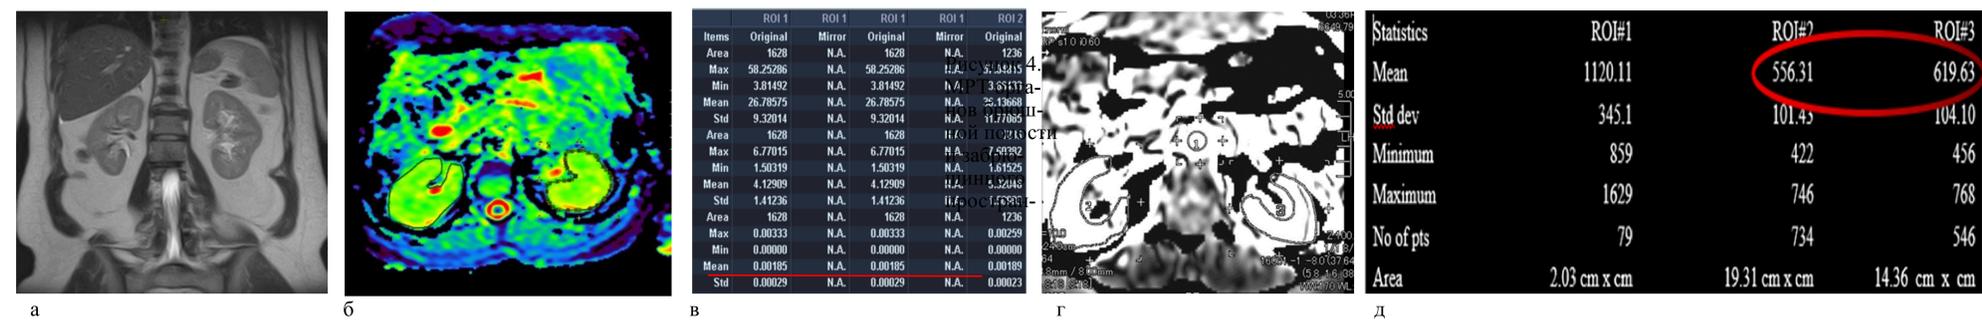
МРТ органов брюшной полости и забрюшинного пространства пациента М. 50 лет: патологии не выявлено: а - корональный срез T2 ВИ, б - цветное картирование ДВИ, в - результаты ИКД (ROI1—левая почка, ROI2—правая почка), г - серошкальная карта ASL-перфузии, д - показатели ASL-перфузии (ROI2—левая почка, ROI3—правая почка)
